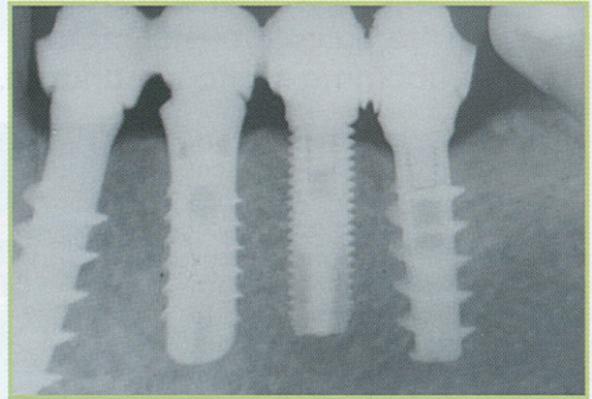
radiografia endorale ad oltre un anno dal carico immediato.
